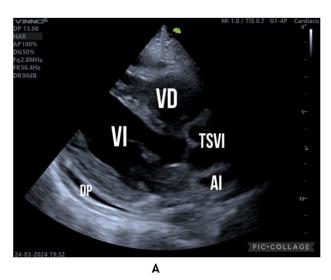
A: Ecocardiograma transtorácico, vista paraesternal eje Largo con evidencia de derrame pericárdico masivo. DP: Derrame Pericárdico, VI: Ventrículo Izquierdo, AI: Aurícula Izquierda y AD: Aorta Descendente. B: Vista Paraesternal eje corto con evidencia de derrame pericárdico masivo. DP: Derrame Pericárdico, VI: Ventrículo Izquierdo y VD: Ventrículo derecho
